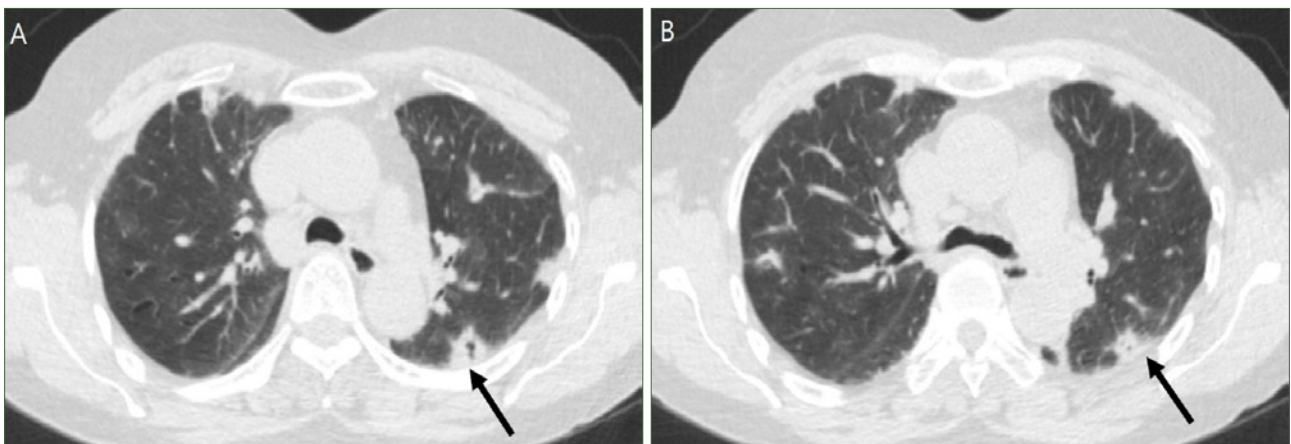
(A, B) Axial HRCT images show subpleural distribution of nodular opacities in both lungs. Air-bronchiograms (arrow in A) and mild perinodular ground-glass opacity are also seen (arrow in B).
